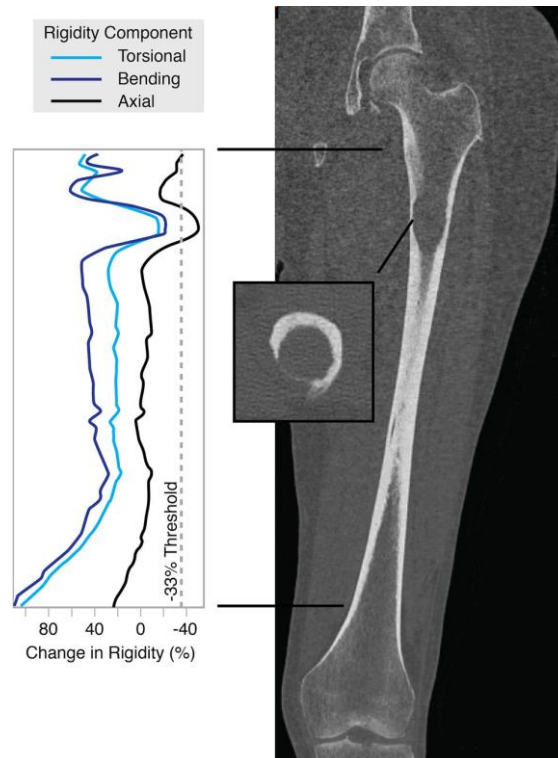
CT-Rigidity Analysis* (CT-RA) di femore con lesione metastatica osteolitica. Il grafico riporta la variazione percentuale delle componenti assiale, flessionale e torsionale della rigidità strutturale lungo l'asse osseo; in corrispondenza della lesione (dettaglio in sezione assiale) la rigidità scende al di sotto della soglia critica del -33% , indicativa di un elevato rischio di frattura patologica [33].
